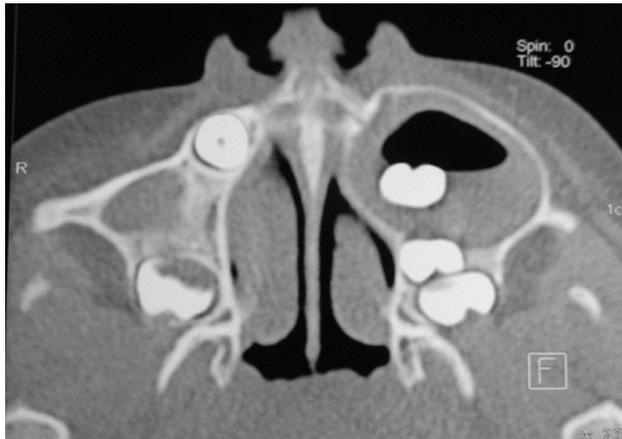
Corte transversal de la tomografía axial computarizada
